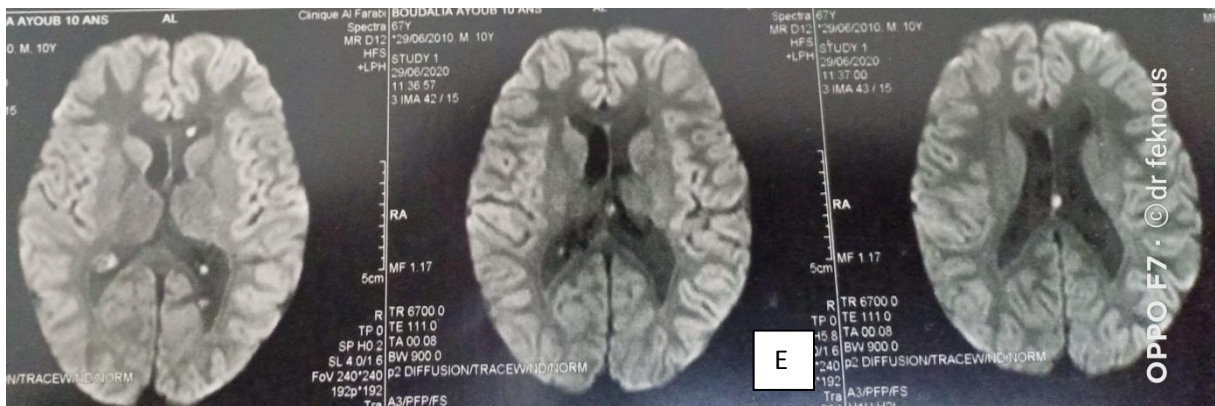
E) : IRM de contrôle 1an et 08mois après la chirurgie découverte de lésions nodulaire au niveau ventriculaire (1ère rechute).
